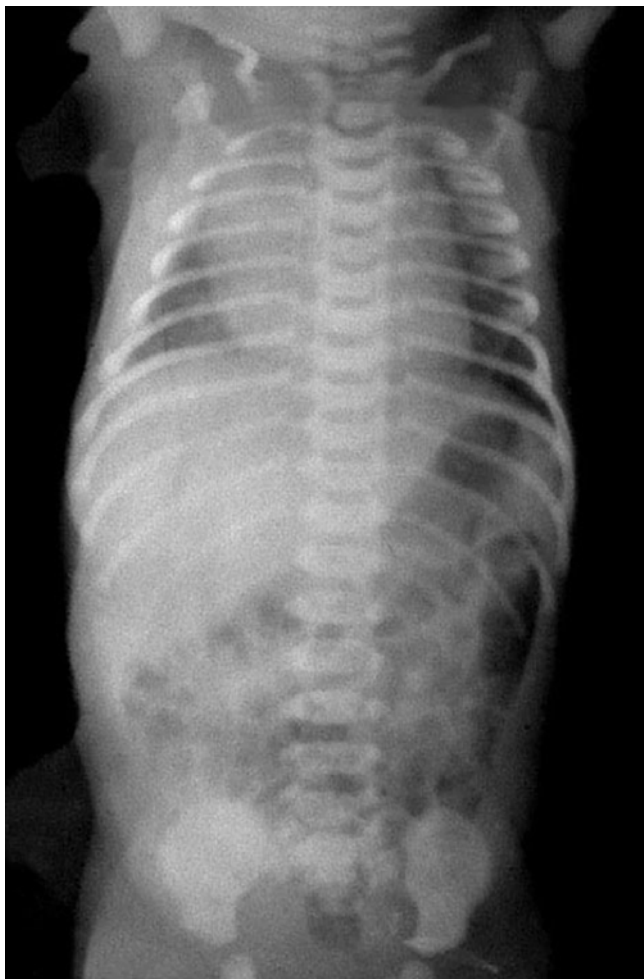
Radiografía simple de abdomen de un recién nacido a término sano. A las 6 h de edad ya se aprecia gas en el recto.
